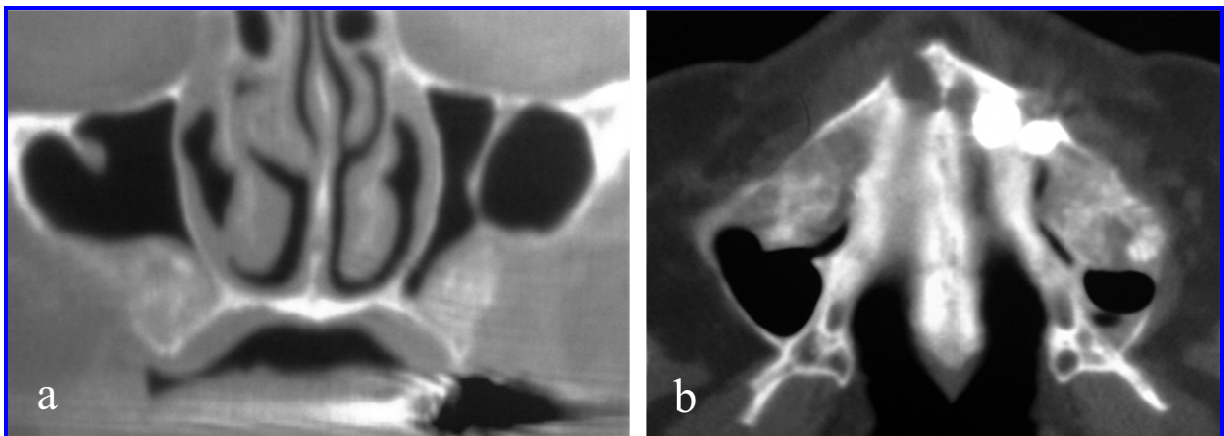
Confronto radiografico mediante TC spirale a distanza di quattro mesi di guarigione dei siti innestati con chips di osso autologo (a) e omologo (b). Le immagini mostrano una densità piuttosto omogenea senza soluzioni di continuità con le pareti ossee del seno mascellare, l'assenza di patologie flogistiche a carico della mucosa senza sostanziali differenze tra i due tipi di innesto. L'innesto di osso omologo congelato mostra addirittura una densità ossea superiore ai siti innestati con osso autologo.
